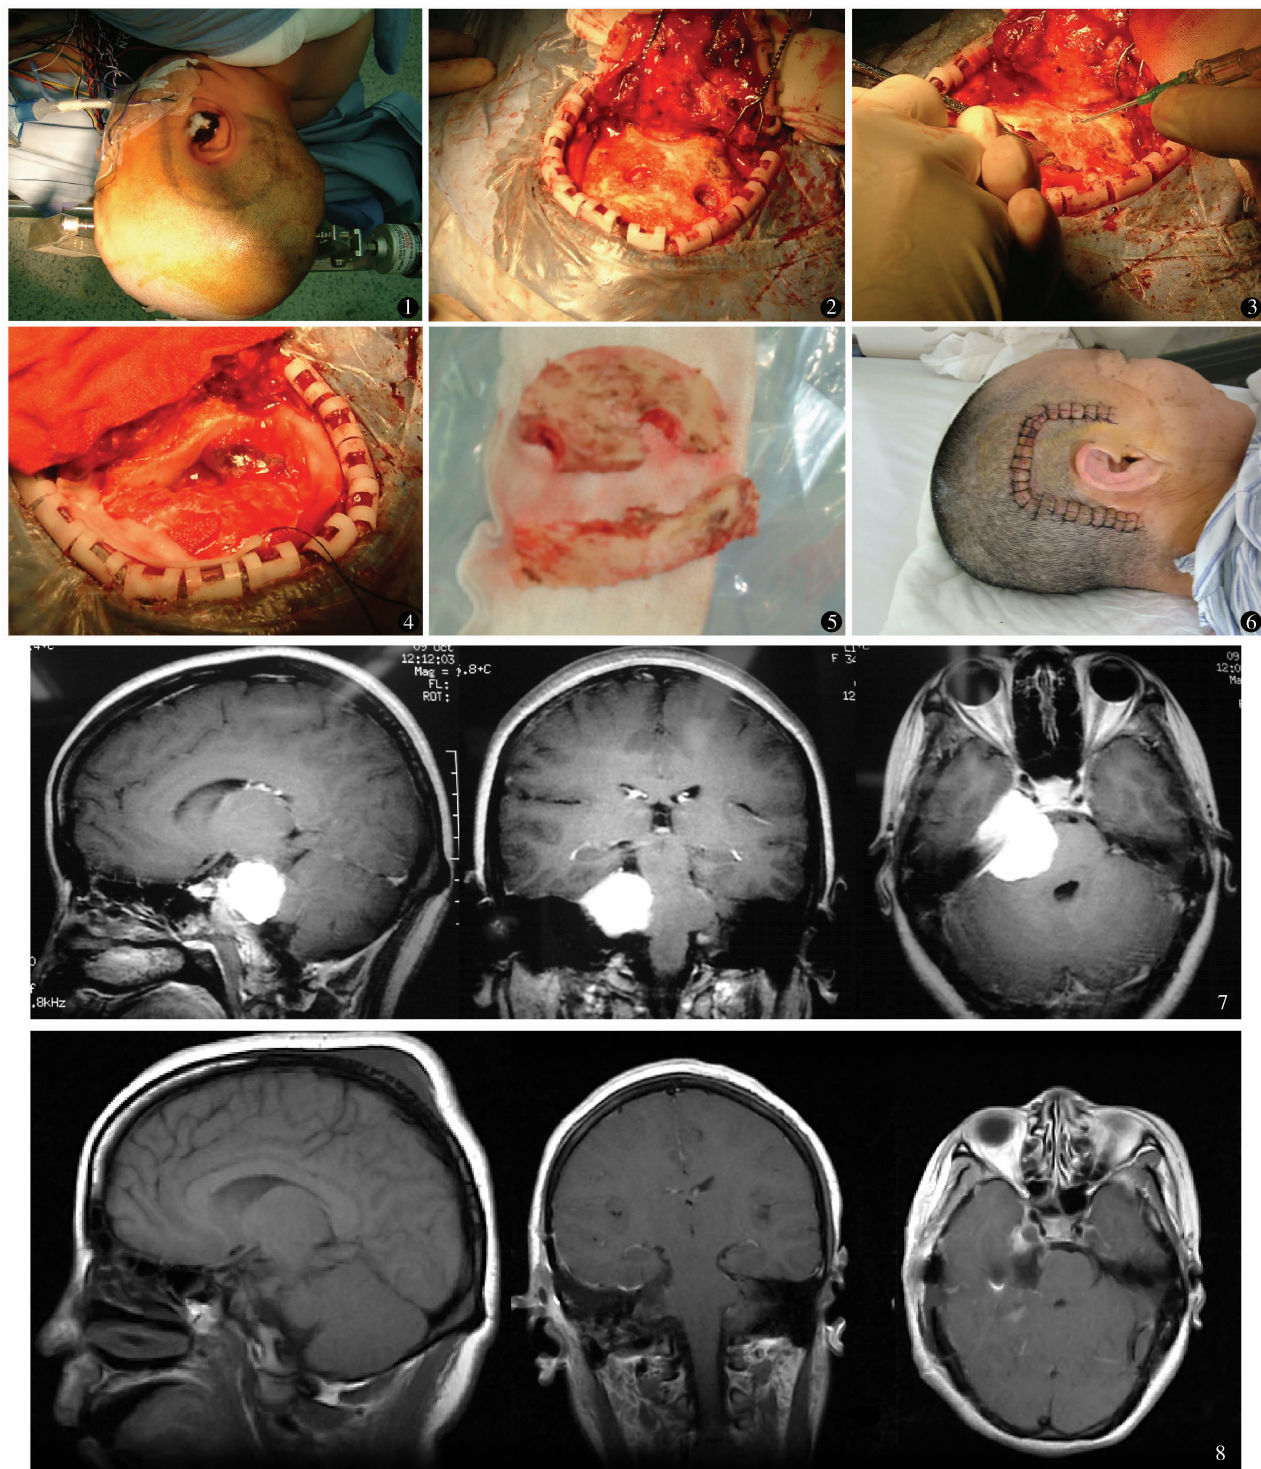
切口和体位 图 2 钻两个颅孔 图 3 取下幕上骨瓣后,游离幕下骨瓣 图 4 完整暴露乙状窦及乙状窦前间隙 图 5 取下的两块骨瓣 图 6 拆线前切口 图 7 术前增强 MRI 显示岩斜区脑膜瘤 图 8 术后 3 个月增强 MRI 显示肿瘤全切除
